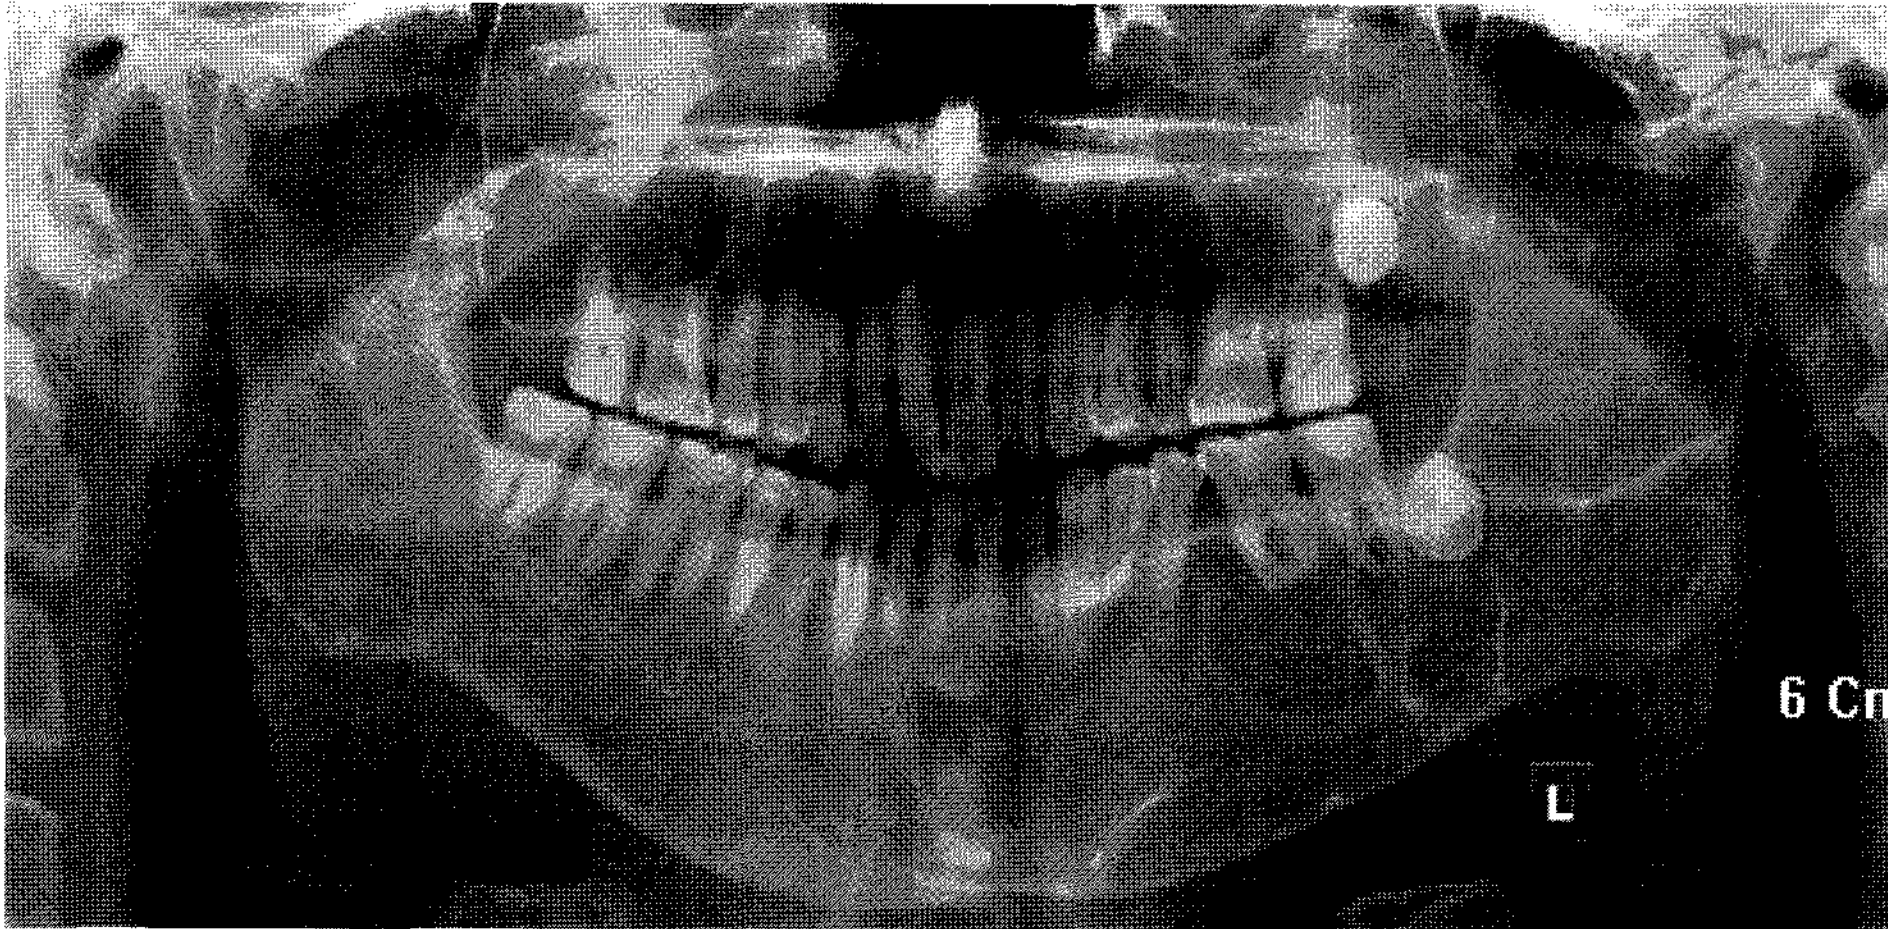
The panoramic radiograph of a 33 year-old man shows four cystic appearance at both maxillary sinus, Lt. whole mandible and Rt. mandibular angle. The impacted teeth #28 and #38 are contained in the lesions at Lt. maxillary sinus and Lt. mandible, respectively. The inferior border of Lt. mandible become thinned. The lesion at Rt. mandibular angle is very small.
